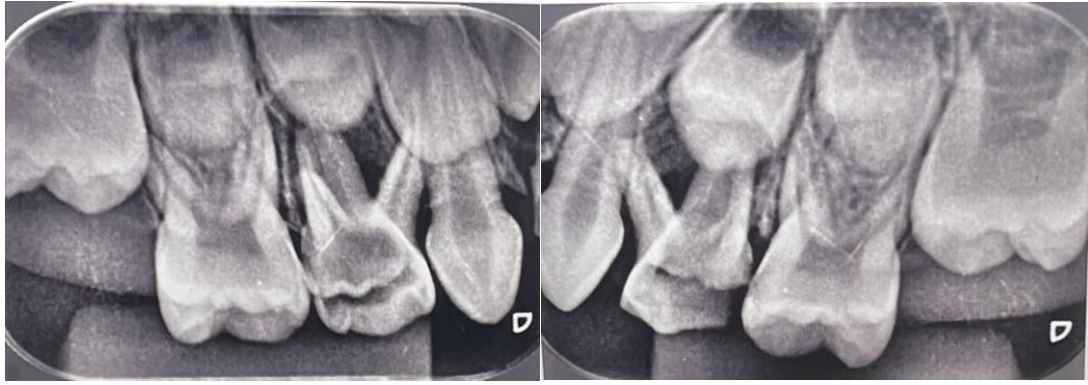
Radiografía periapical de los órganos dentales 5.4, 6.4. presencia de lesiones periapicales e interradiculares, ausencia de trabeculado óseo.
